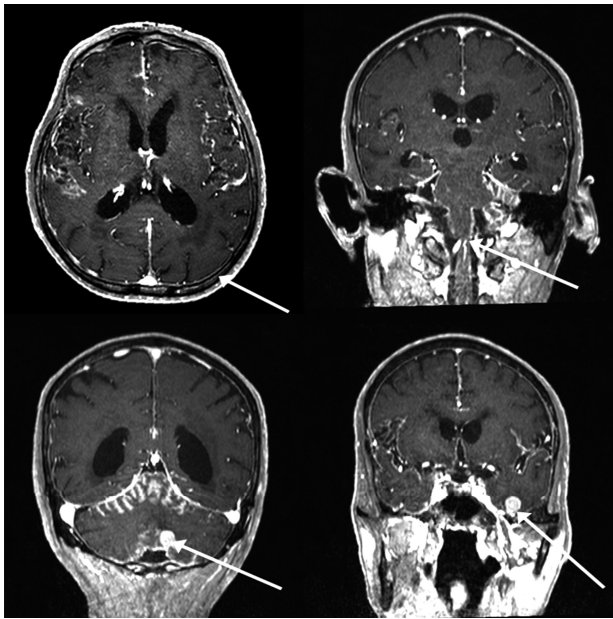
Brain MRI findings. Diffuse leptomeningeal metastasis in the brain and upper cervical spinal cord including both cranial nerve 5-8 area, mainly infratentorium. Parenchymal metastasis in the left temporal lobe, left cerebellum and frontal wall of left lateral ventricle.
